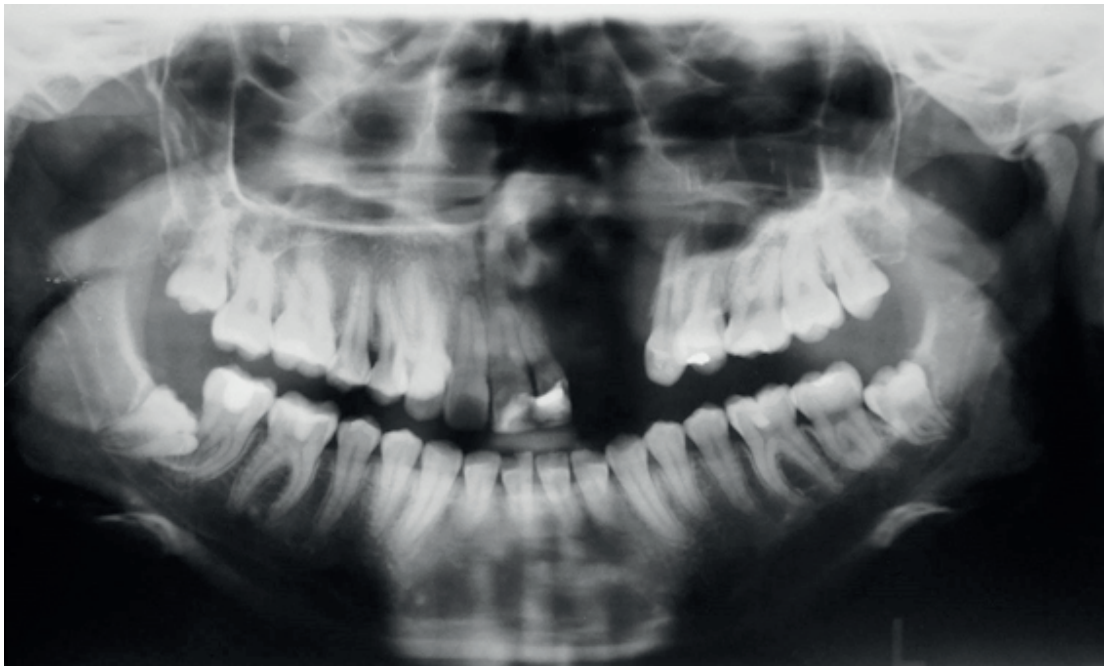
Radiografías previas: ortopantomografía inicial
